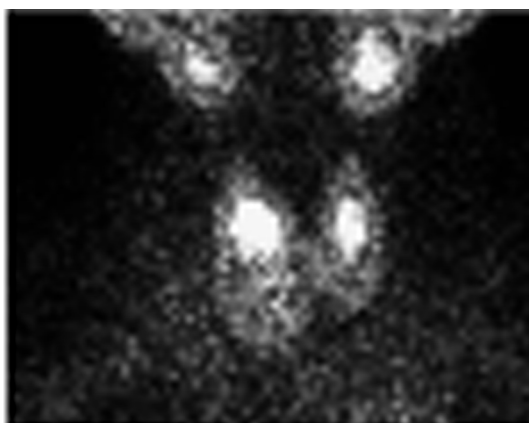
Сцинтиграфическое исследование щитовидной железы с Tc-99m.
